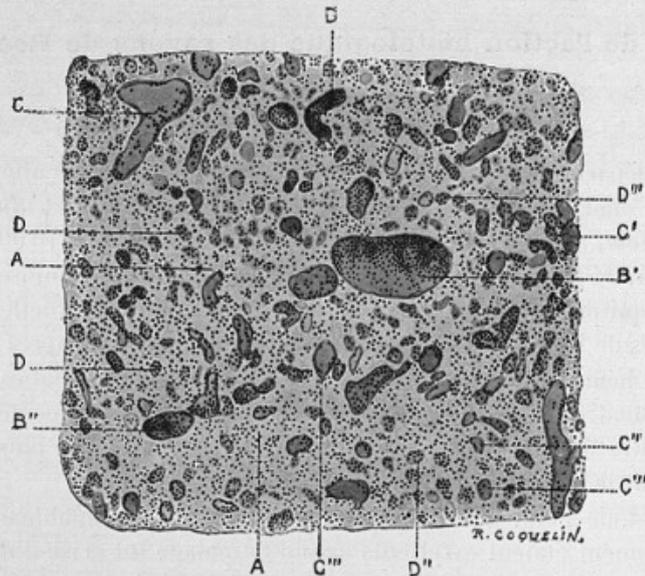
Leucémie lymphoïde traitée par les rayons de Röntgen. Ganglion axillaire irradié trois jours avant la mort.
